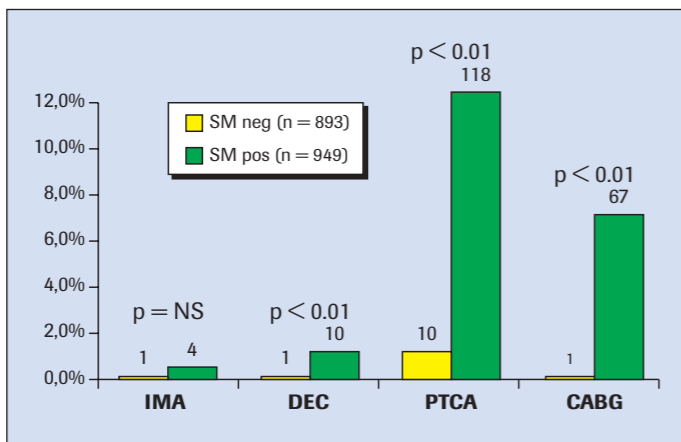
Relazione risultato della scintigrafia miocardica ed eventi ad 1 anno.
